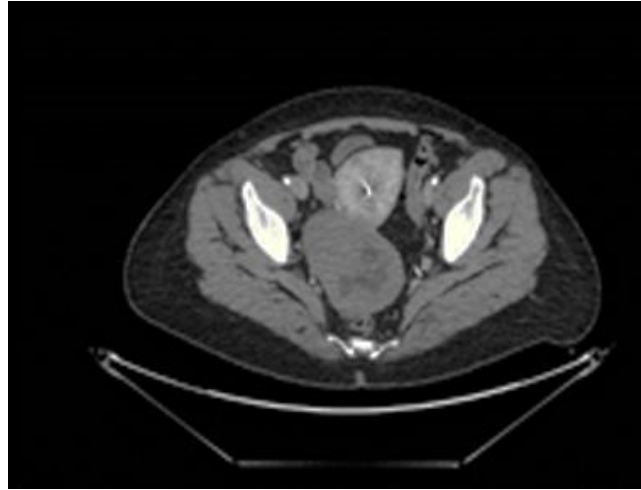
TAC abdomino-pélvico: Masa parauterina sólida con componente quístico-necrótico de 95x64 mm, con DIU normoposicionado.
